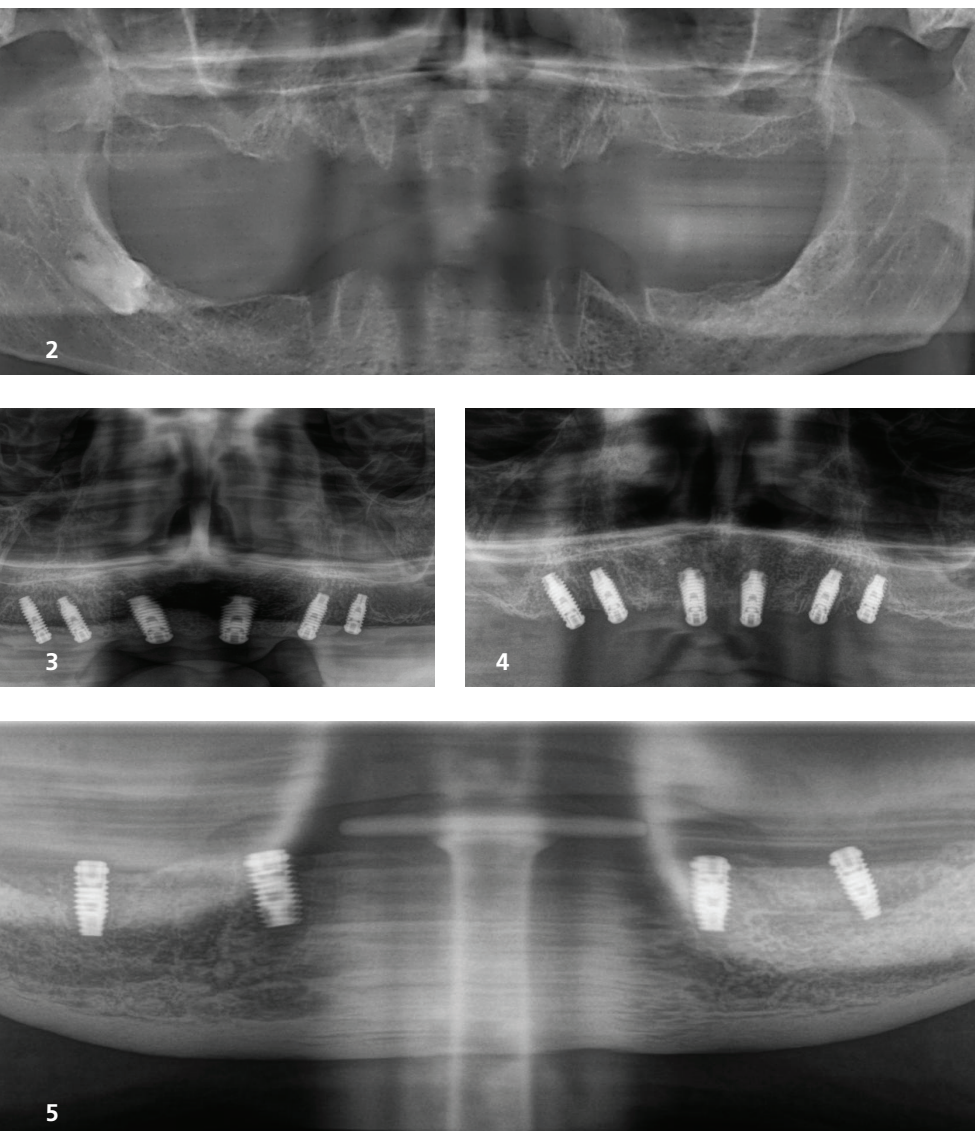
Die Leersituation im Oberkiefer nach Exzision der verbliebenen, nicht erhaltungswürdigen Restzähne. – Abb. 3: Die sechs Oberkieferimplantate nach der Insertion. – Abb. 4: Die sechs Oberkieferimplantate bei der Kontrolle nach sechs Wochen. – Abb. 5: Das Röntgenbild des Unterkiefers zwei Monate nach der Implantation.
